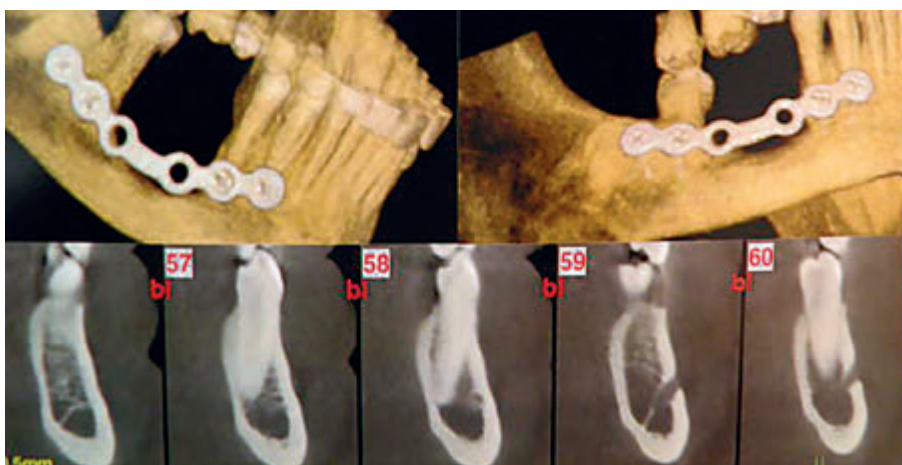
Guarigione clinica e radiografica con controllo TC Dental Scan a distanza di 12 mesi
